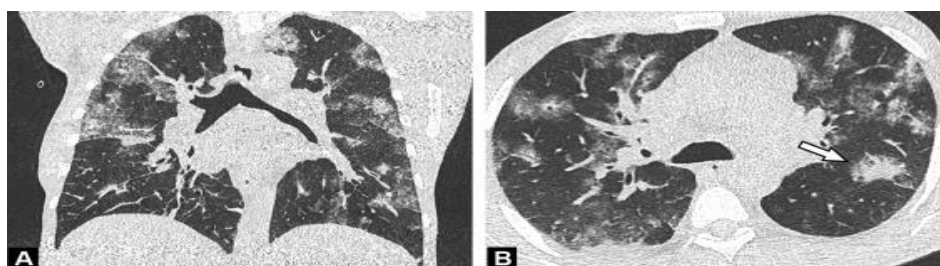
КТ ОГК была проведена через 8 дней после появления симптомов у 62-летнего мужчины с пневмонией, вызванной COVID-19. Осевые (А) и коронарные (В) изображения демонстрируют двусторонние матовые стекла, смешанные с пятнистыми областями консолидации (стрелка) в центральной и периферической частях легкого
